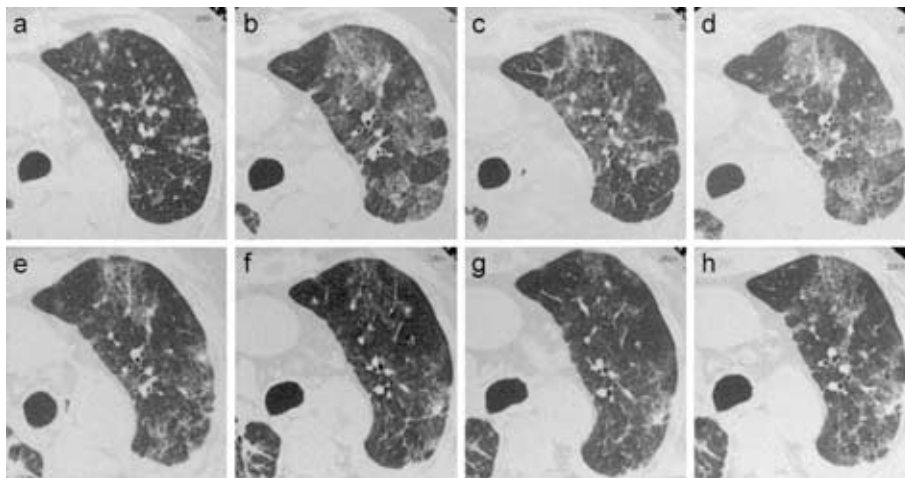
Chest HRCT film showing fine nodules considered to be pulmonary metastases (Jan. 16, 2003; before treatment with gefitinib (a)) Chest HRCT films showing marked ground-glass opacity representing interstitial pneumonia (Feb. 7) (b); and slight reduction of the opacity on Feb. 10 (after 1st steroid pulse therapy (c)) Chest HRCT films showing increasingly dense ground-glass opacity (Feb. 12; during treatment with PSL 60 mg (d)); slight decrease of the opacity on Feb. 20 (after 2nd steroid pulse therapy (e)); further reduction of the opacity on March 3 (during treatment with PSL 50 mg (f)); no particular change on March 12 (during treatment with PSL 40 mg (g)); and slight deterioration of the ground-glass shadow on March 19 (h)
